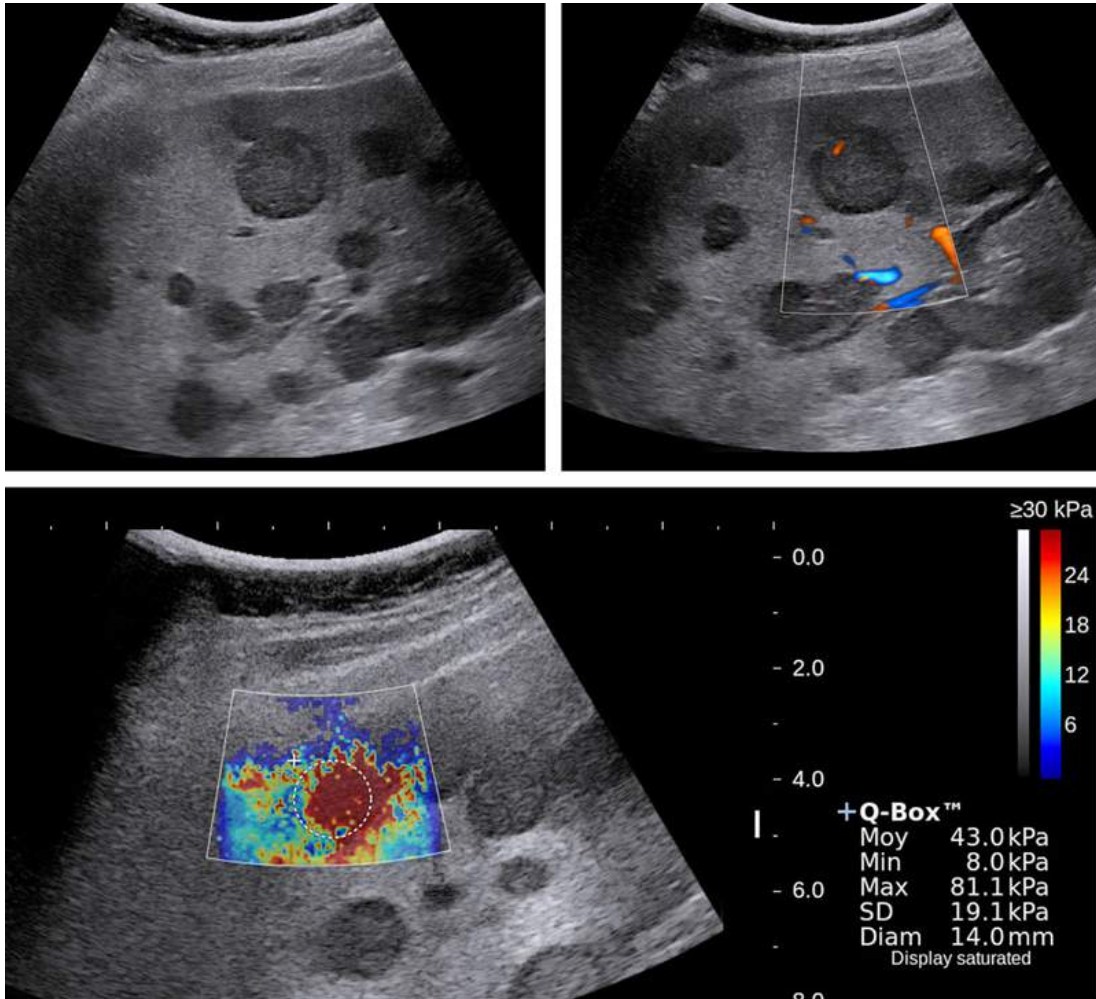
Lésions hypoéchogènes multiples en mode B caractéristiques de localisations secondaires. Ces métastases sont faiblement vascularisées en Doppler couleur.
